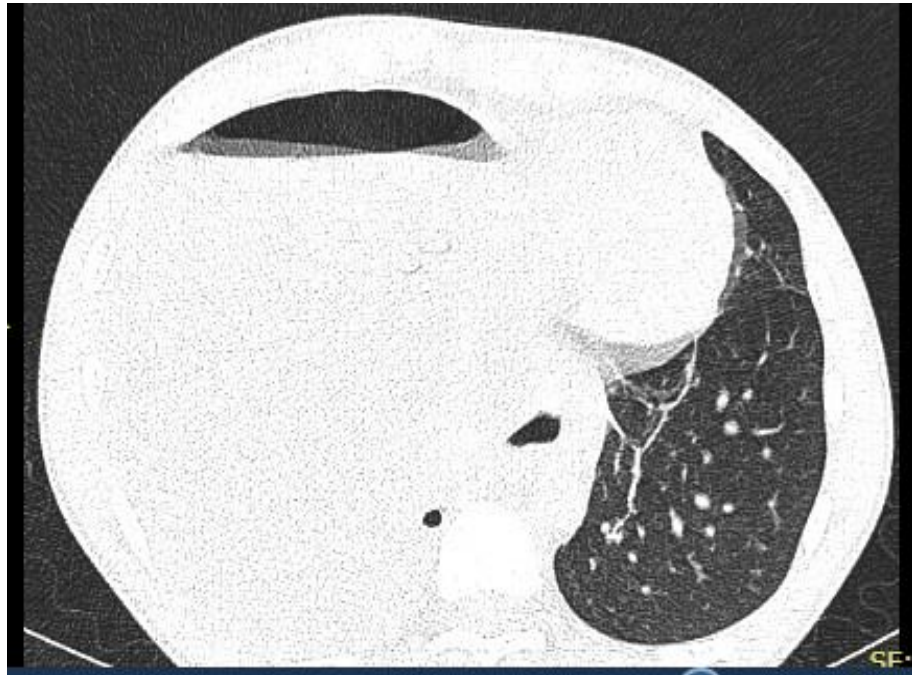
МСКТ больного Р. при поступлении
